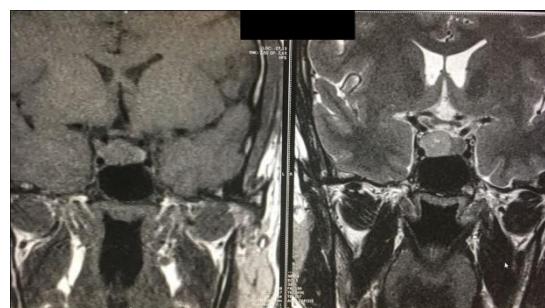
IRM de hipófisis con gadolinio.
